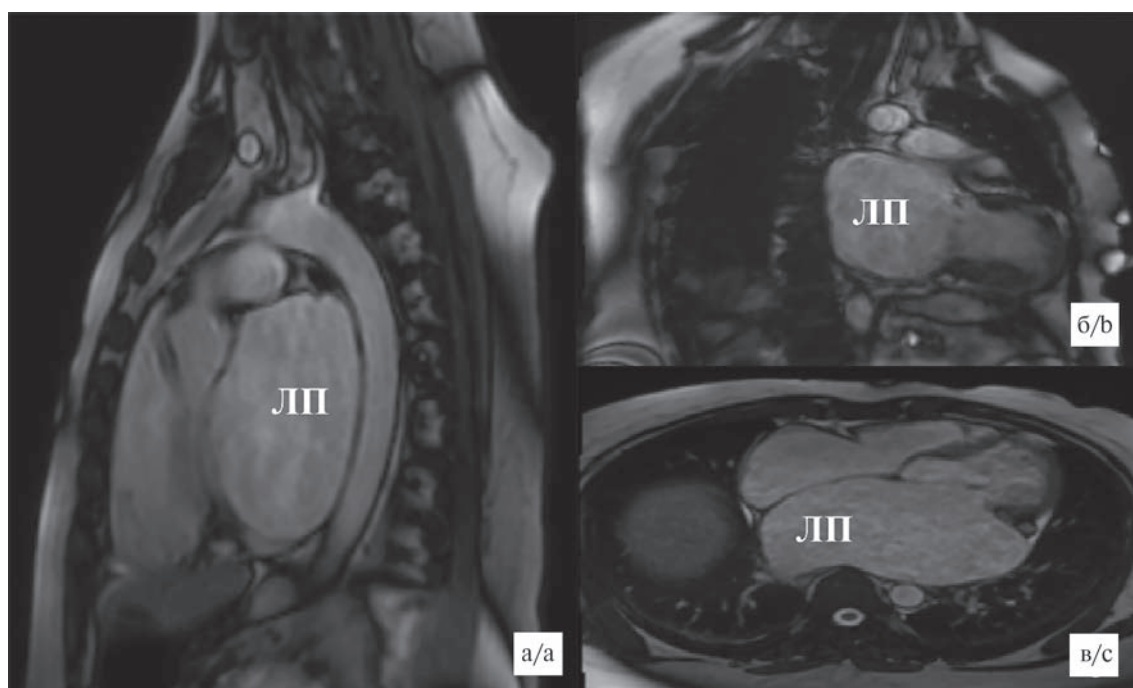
МРТ сердца. Визуализируется увеличенное левое предсердие, очаговое ишемическое поражение миокарда ЛЖ.
